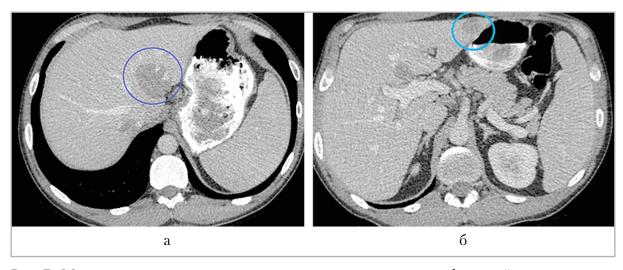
Мультиспиральные компьютерные томограммы органов брюшной полости, аксиальная проекция: a — очаговое поражение печени гиподенсивно по отношению к паренхиме печени (синий круг); δ — аналогичное очаговое образование в левой доле печени (голубой круг)
